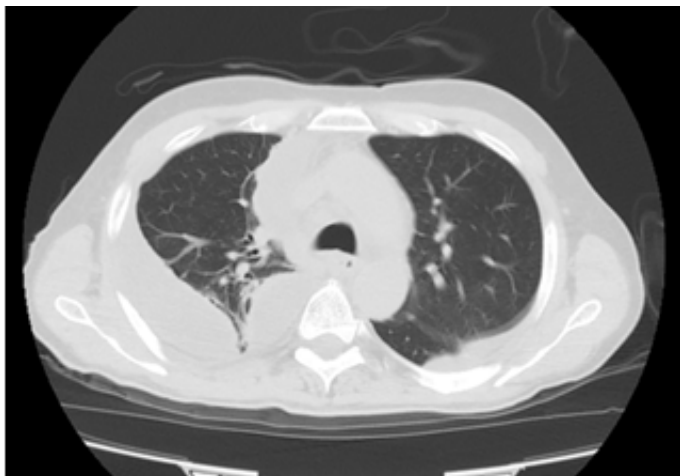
МСКТ грудной клетки до операции
